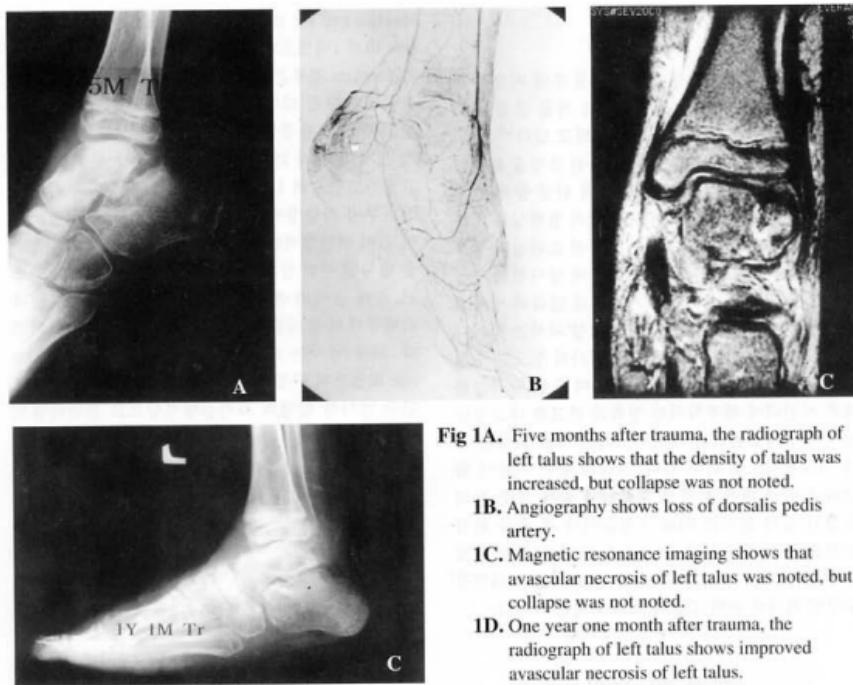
Five months after trauma, the radiograph of left talus shows that the density of talus was increased, but collapse was not noted.
